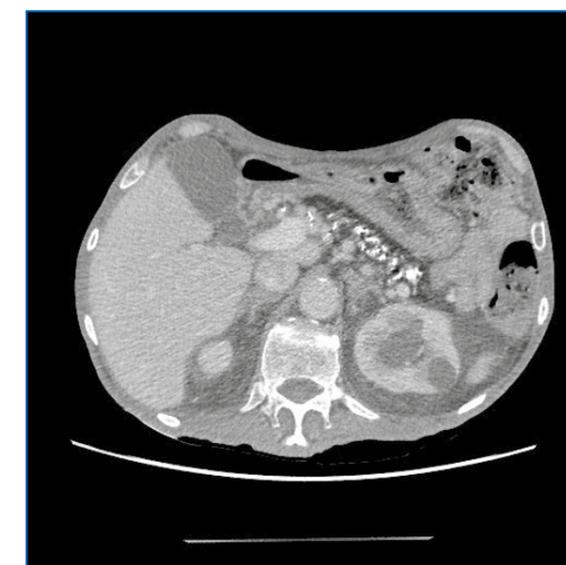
TAC compatible con PC
